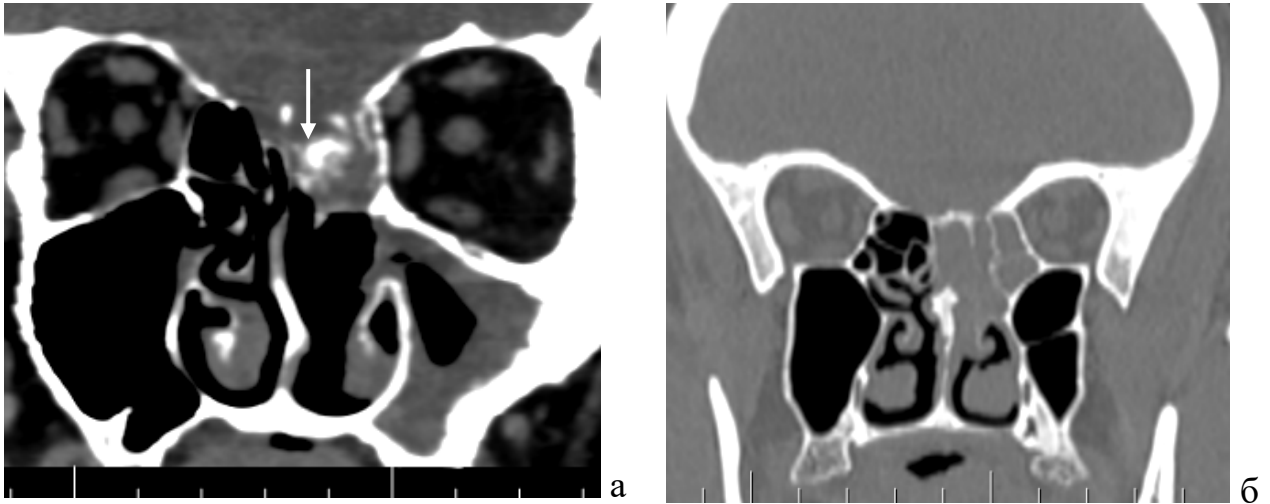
КТ головного мозга: а - фронтальная проекция, кость и лоскут из средней носовой раковины установлены в область дефекта крыши решетчатого лабиринта слева (указано стрелкой); б - фронтальная проекция: нарушение воздушности клеток решетчатого лабиринта после пластики дефекта
